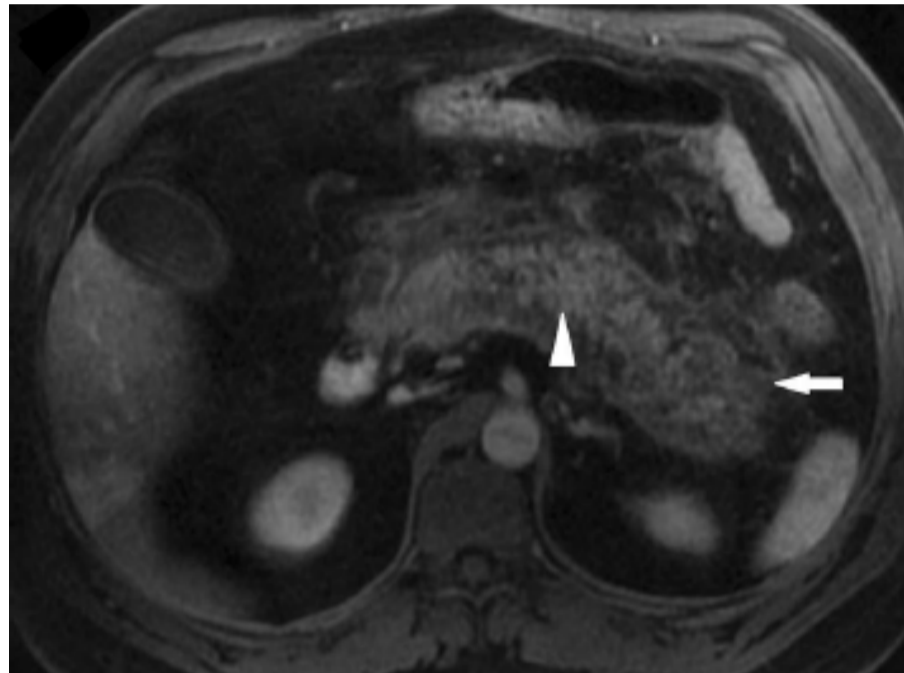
Coupe axiale IRM pondérée en T1 Fat-Sat avec injection de gadolinium centrée sur le pancréas (oedème pancréatique diffus (tête de flèche) et une infiltration de la graisse adjacente (flèche).
